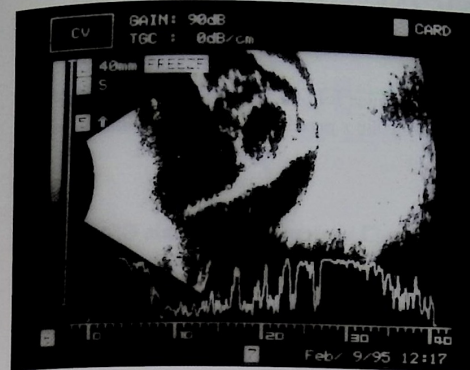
Przedoperacyjny obraz ultrasonograficzny – przypadek 1. Zwinięta soczewka leży na dnie lejkowato odwarstwionej siatkówki
